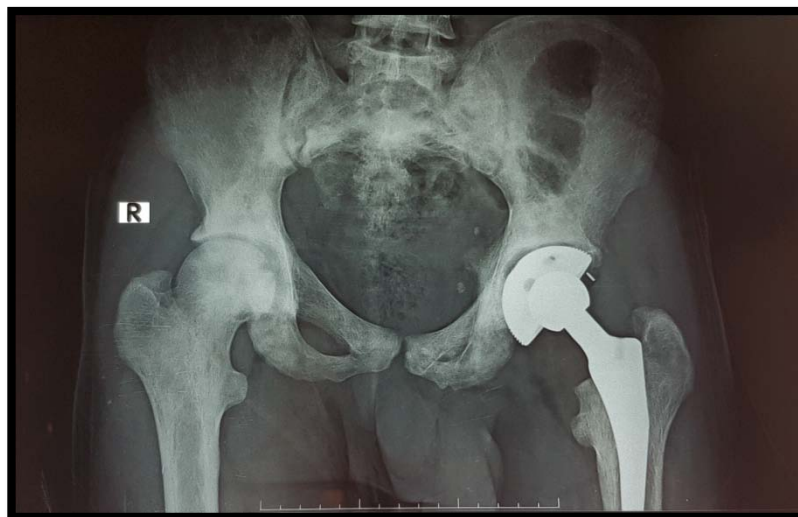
Radiographie montrant un enfoncement de la tige, responsable d'une boiterie chez un patient de 30 ans
